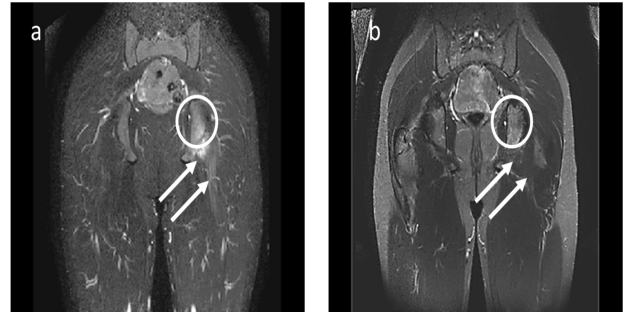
骨盤部MRI (脂肪抑制像, 第15, 37病日)
